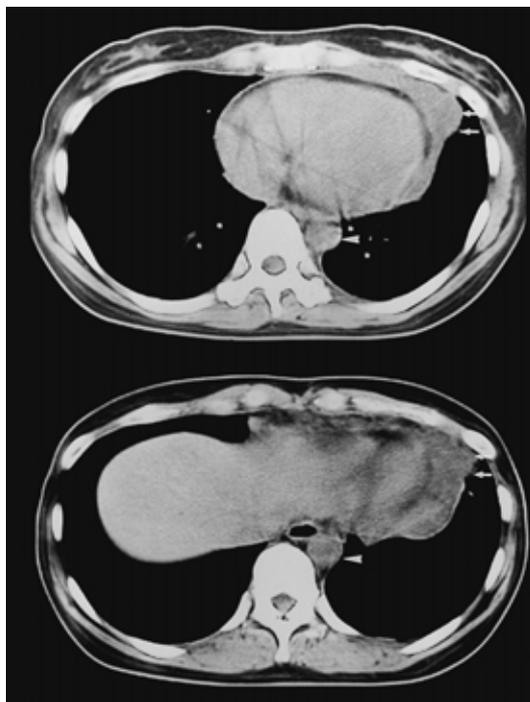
胸部 CT 写真（他院）．心嚢表面左に腫瘤影を認める（ ）。三角矢印は下行大動脈．
